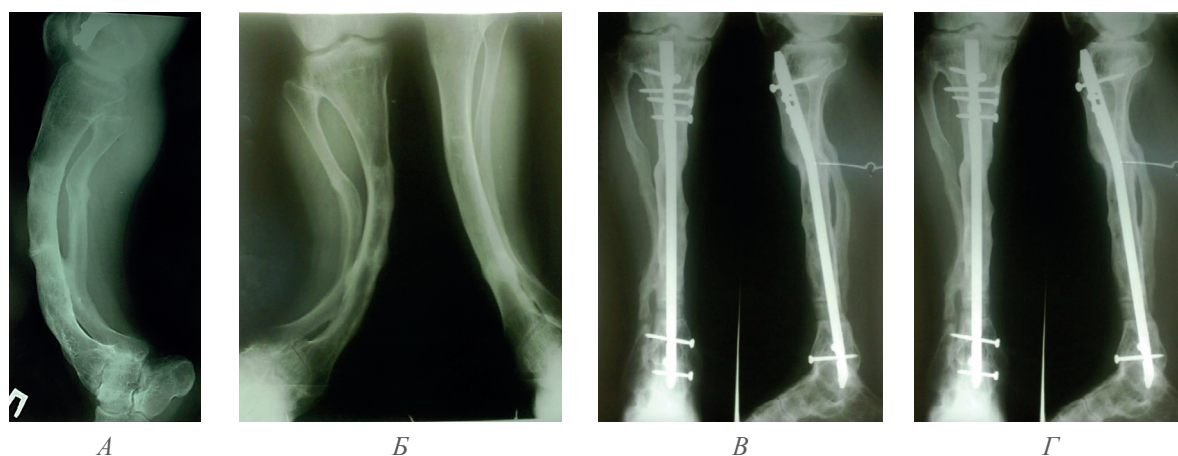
Рентгенограммы правой голени пациента Б.
